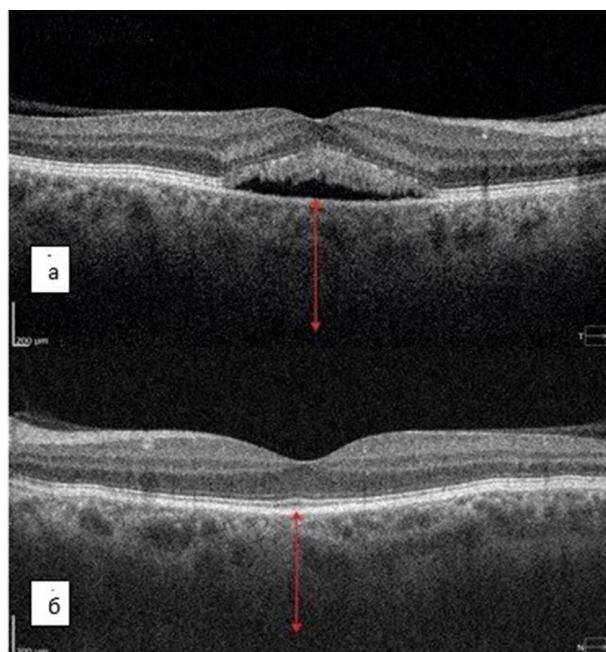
Оптическая когерентная томограмма пациента с острой формой центральной серозной хориоретинопатии правого (а) и левого (б) глаза. На обоих глазах выявлено симметричное утолщение хориоидеи, нарушение сегментации, преобладание сосудов среднего и крупного калибра
